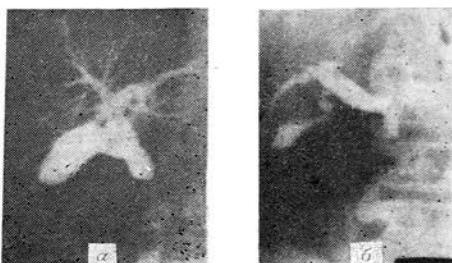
Рентгенофистулограммы после дренирования желчного пузыря: а — опухоловая обтурация холедоха; б — вколовченный камень терминального отдела холедоха.
